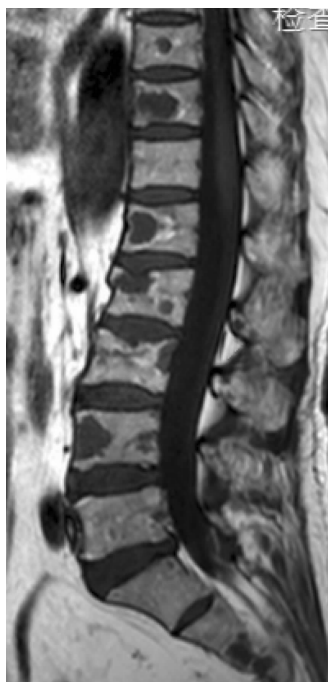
Multiple myeloma of the whole body (lumbosacral vertebral), sagittal plane of MRI/T₁WI, patchy low signal
